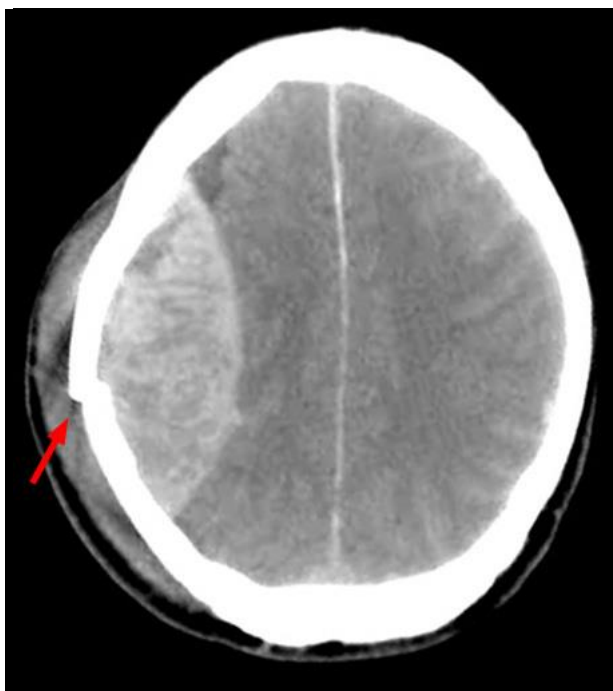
CT-Bild eines Epidurales Hämatoms mit Mittellinienverlagerung und Kalottenfraktur
